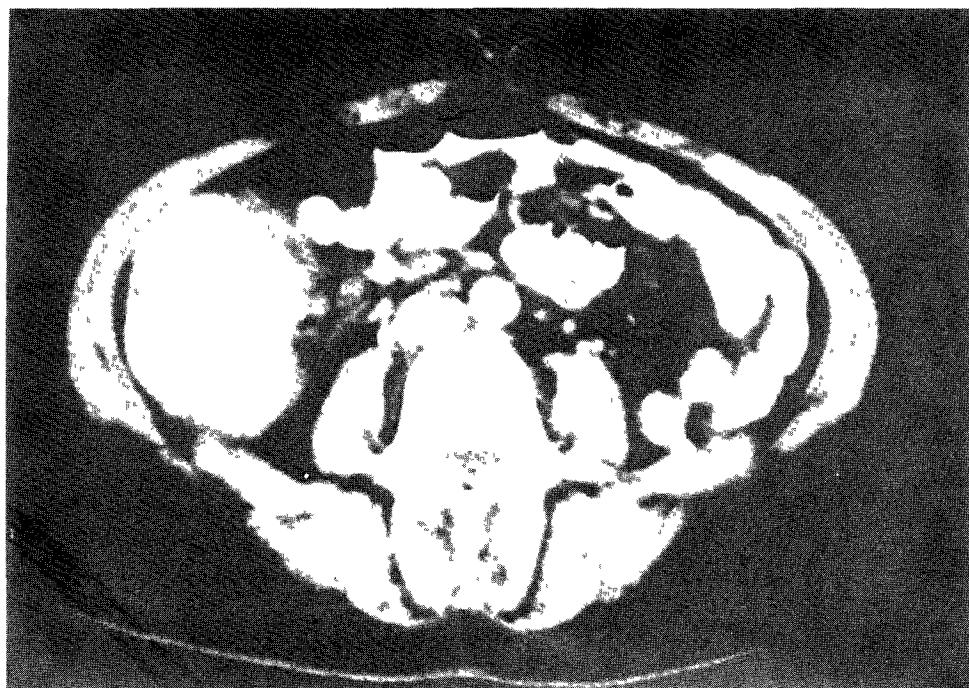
Abdominal CT scanning of the case 6 revealed irregular eccentric thickening of ascending colon
